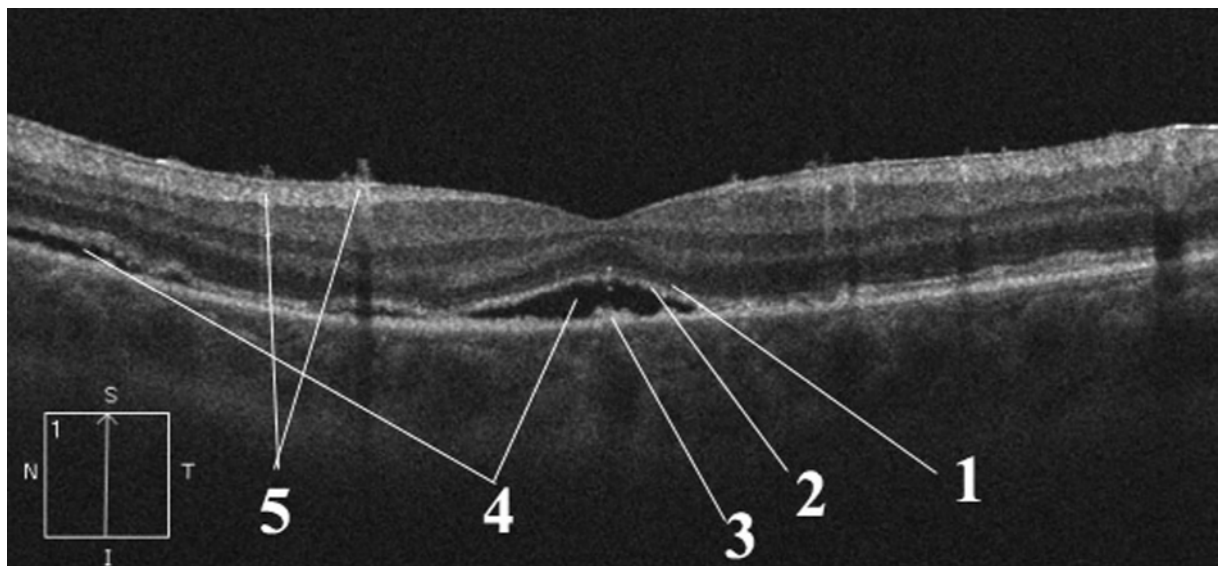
ОКТ пациентки 28 лет на третий день после 3ЗВ с эндотампонадой силиконовым маслом при регматогенной ОСО. ЛКОЗ до операции 0,08. На момент проведения томографии 0,4. Полное рассасывание СРЖ произошло в сроки наблюдения 1 месяц, – острота зрения составила 1,0. Обозначения: 1) НПМ; 2) слой ФР (IS/OS); 3) Гиперплазия ПЭС; 4) гипорефлективные полости – СРЖ; 5) ортогональная проекция сосудов сетчатки.
